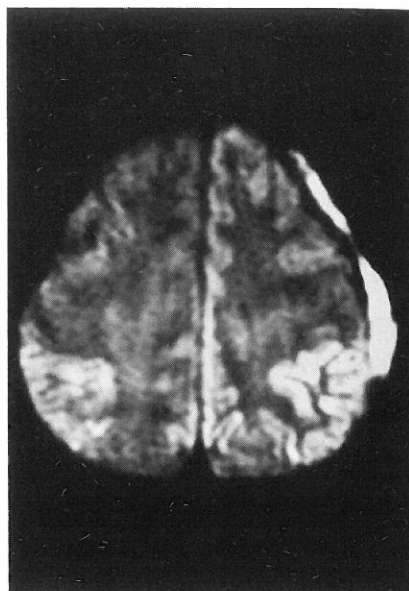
A more rostral section of the DWI shows abnormal high signal intensities in the bilateral parietal cortexes with small amount of subdural effusion facing to the left frontal and parietal cortexes.
